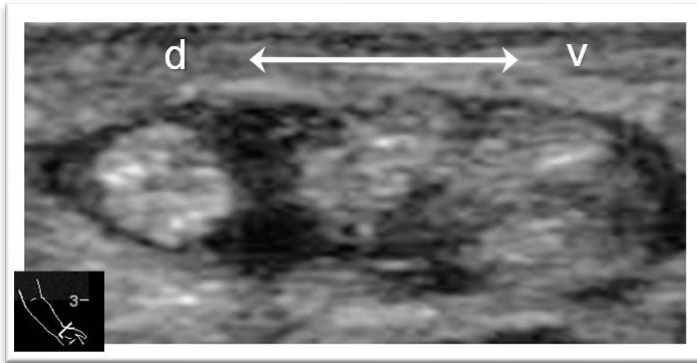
Akute Tendovaginitis de Quervain (Sonographie), Kompartimentierung des Ersten Strecksehnenfachs; drei Abductor-pollicis-longus-Sehnen
